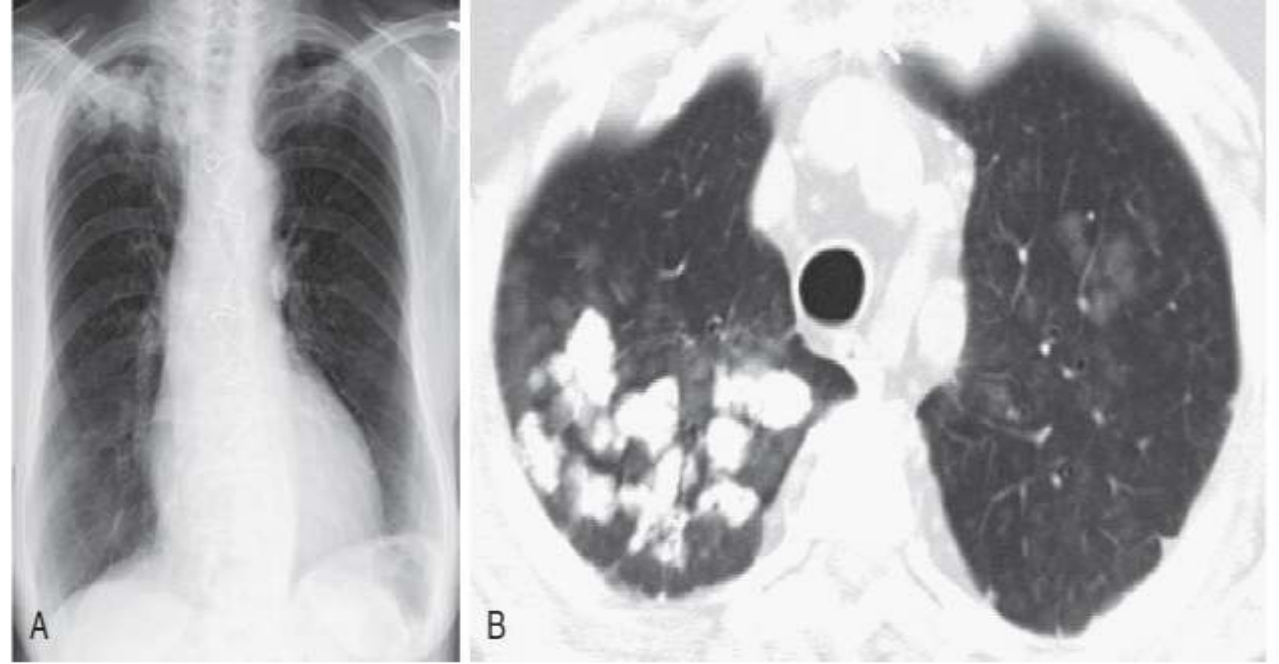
Metastatic calcification. Frontal chest radiograph (A) and corresponding axial chest CT scan (B) show the apical predilection of metastatic pulmonary calcification that can be seen in hyperparathyroidism.
